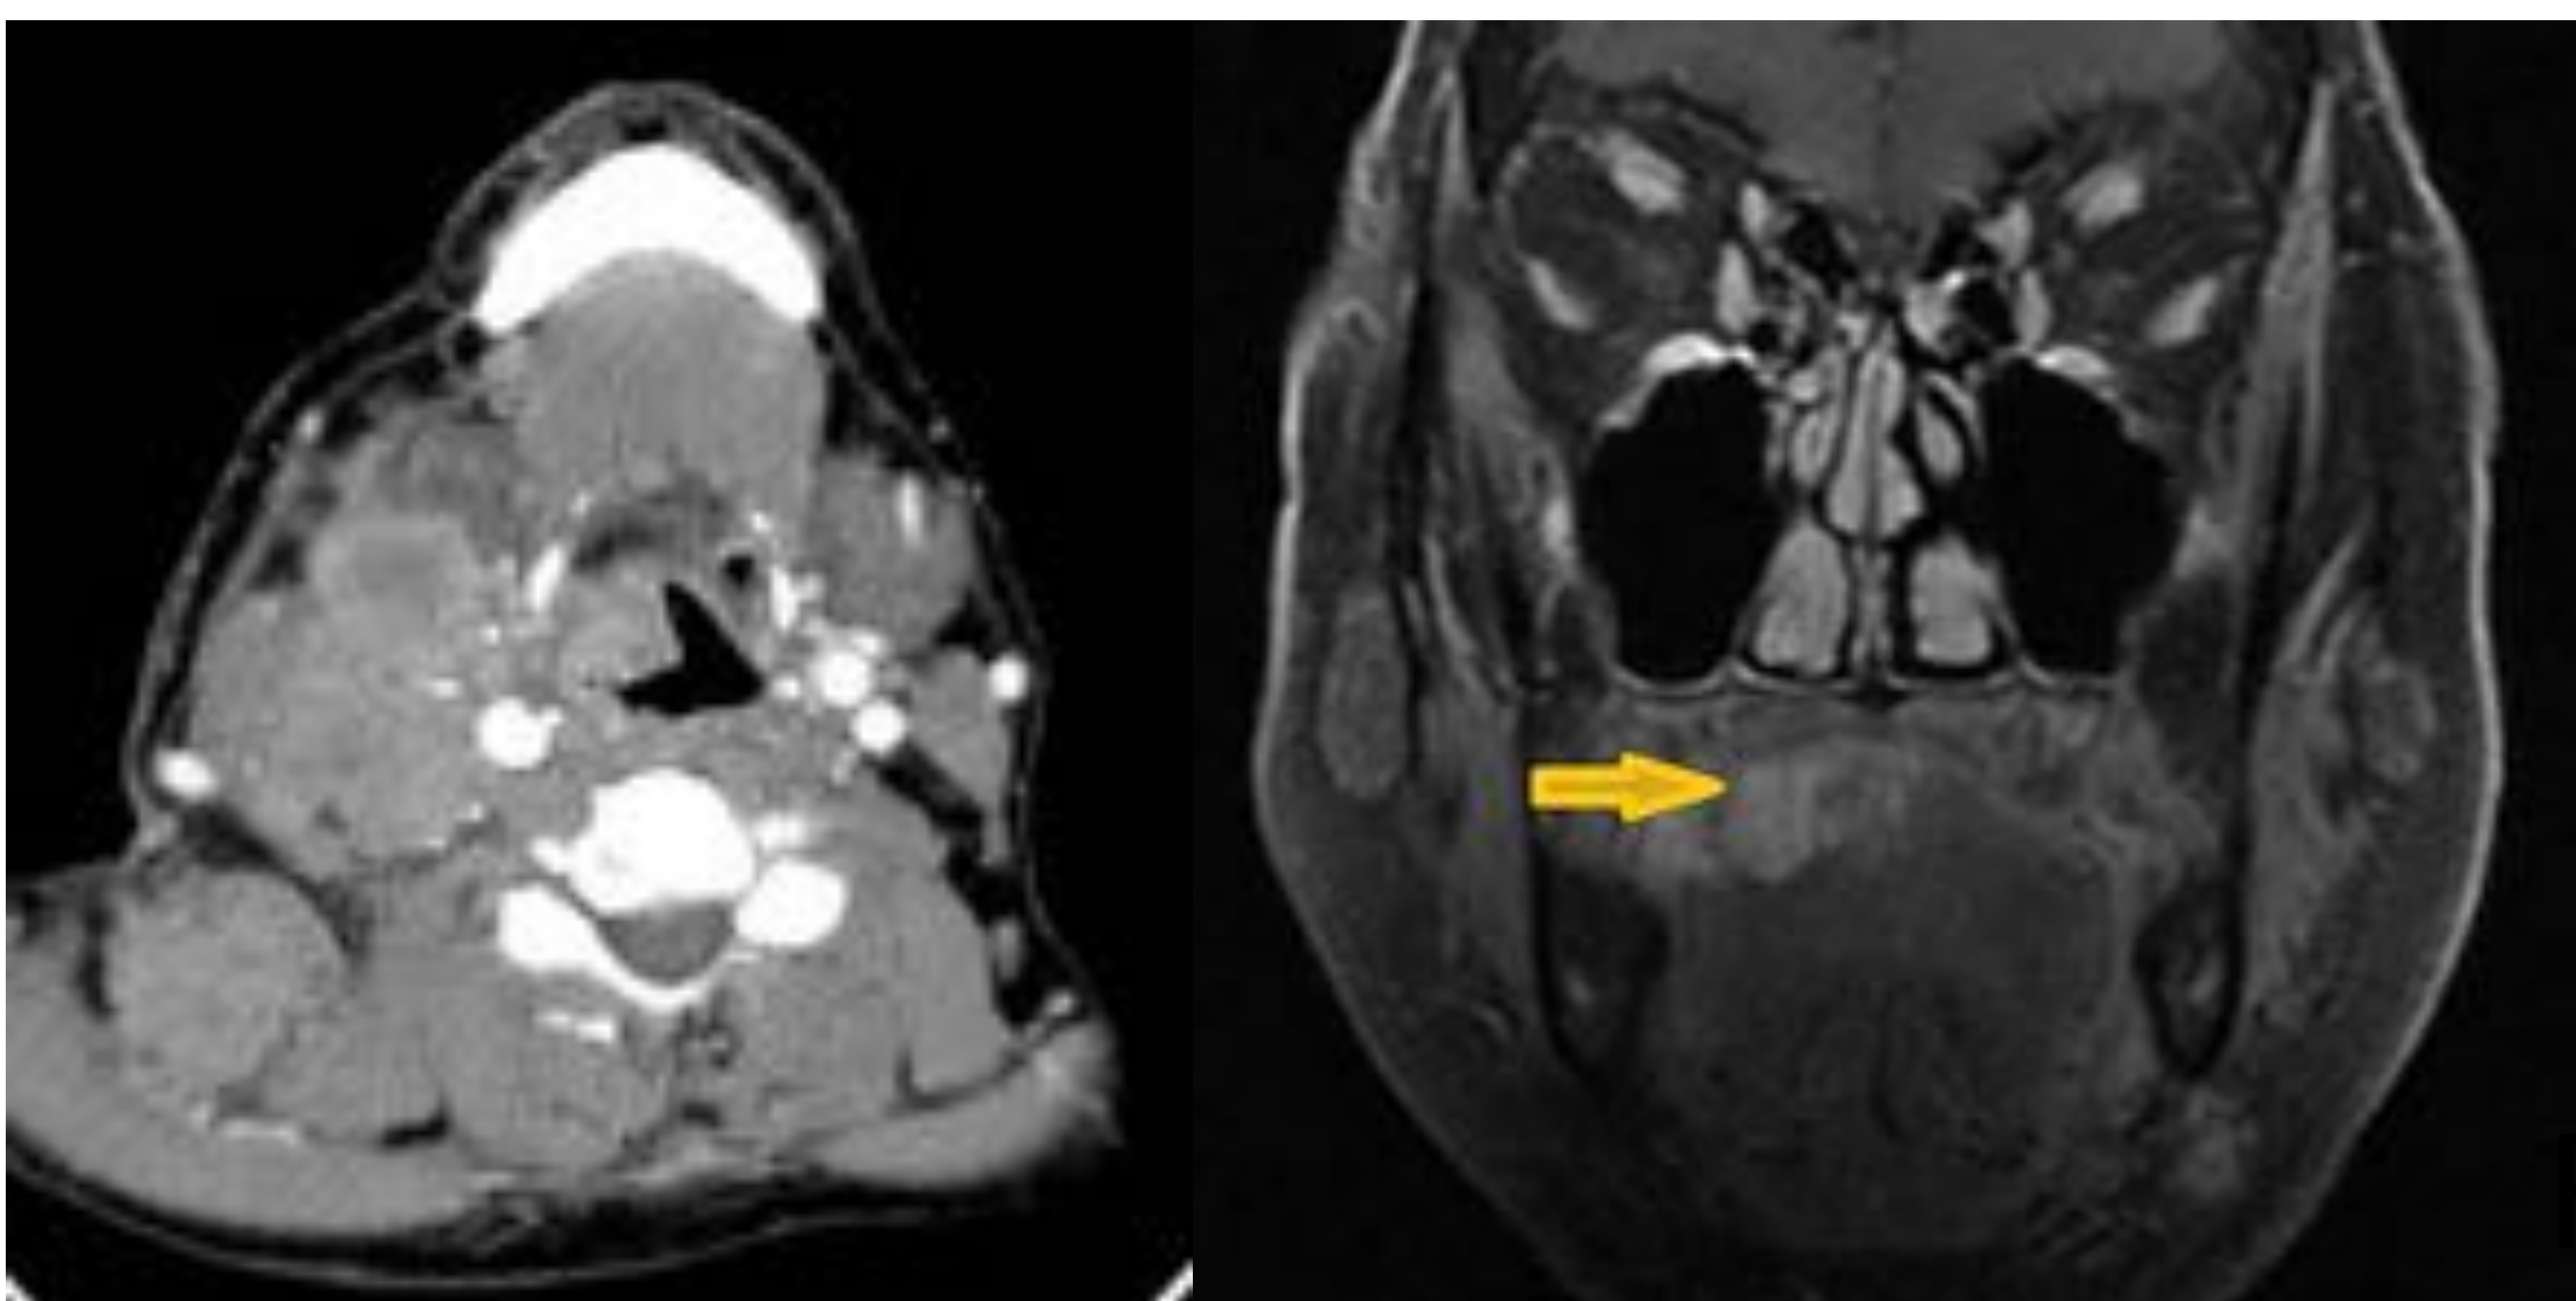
Imagen de TC y RM.
